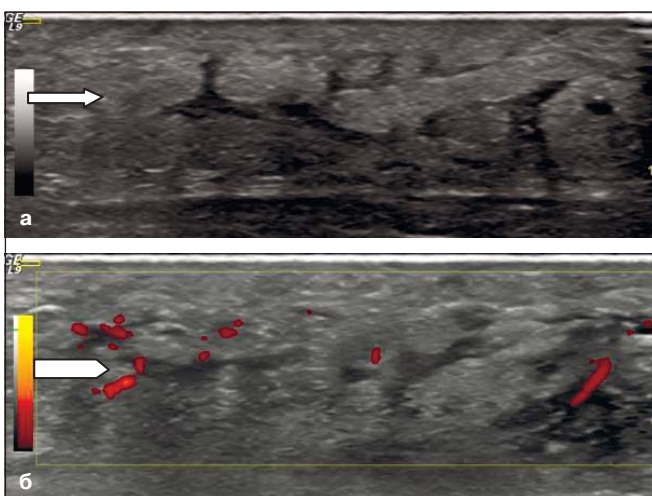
УЗИ кожи пациентки К. с ЛДС:
